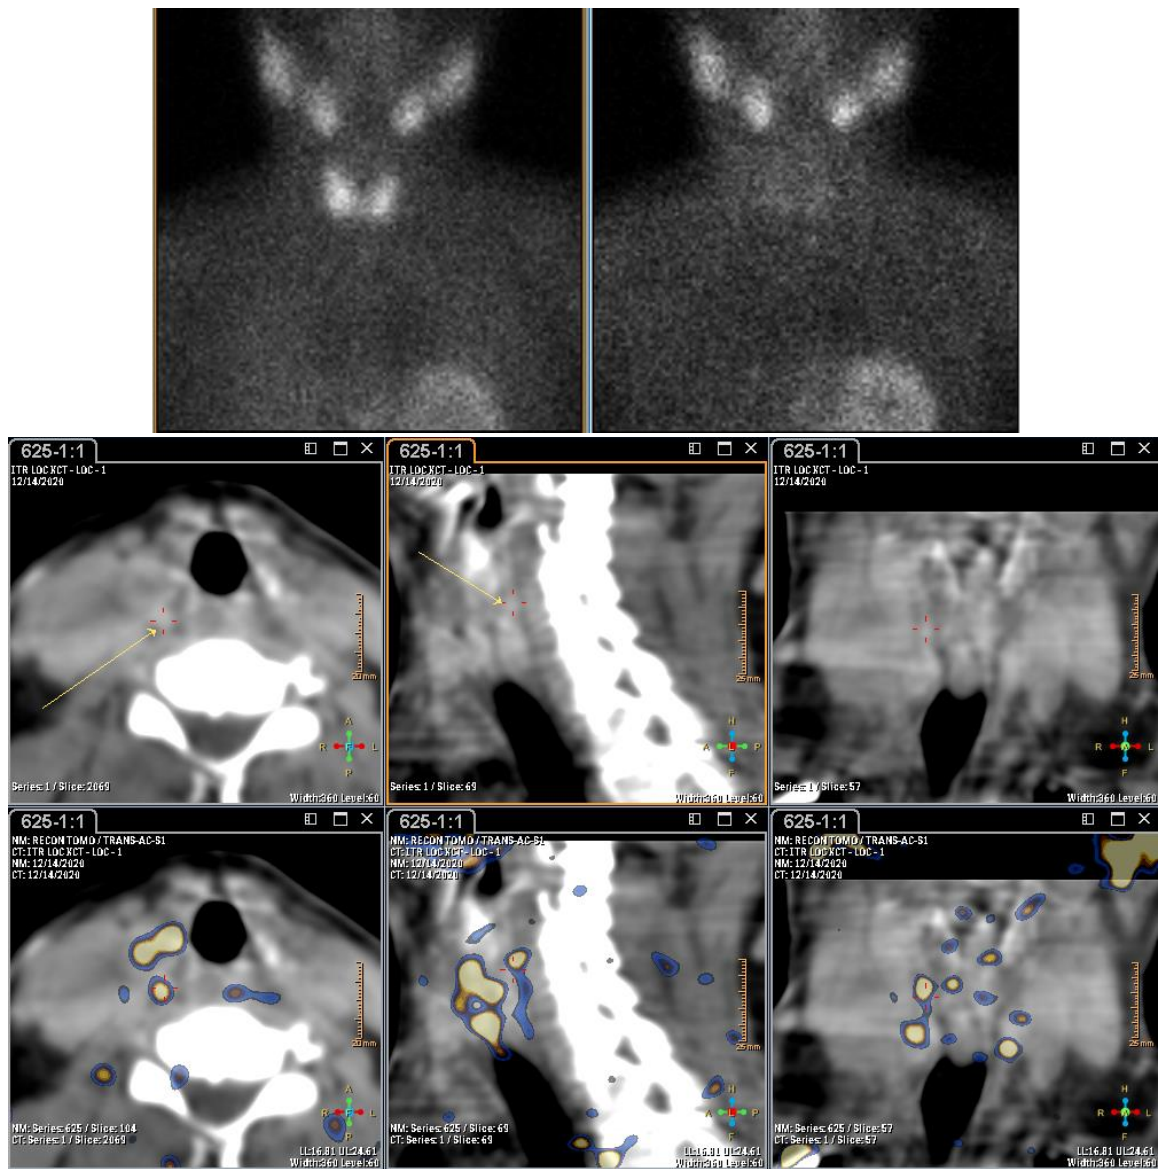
Результаты скintiграфии и ОЭКТ/КТ ПЩЖ пациентки В., 66 л. По данным планарного исследования – Grade 0. По данным ОЭКТ/КТ – очаг накопления РФП по задней поверхности правой доли ЩЖ на уровне верхней ее трети (признаки гиперплазии/аденомы верхней правой ПЩЖ)
